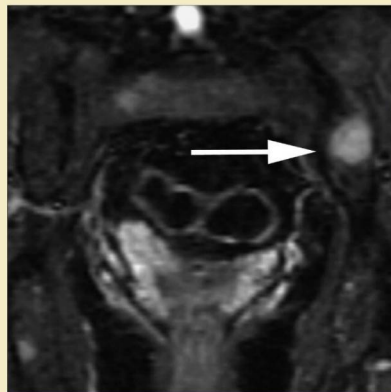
Mujer de 53 años con antecedentes de sarcoide y carcinoma de mama evaluada por dolor pélvico. La imagen con recuperación de la inversión de tau corto (STIR) muestra una lesión bien delimitada en el iliaco izquierdo (flecha) no visible en la TC. (Reproducido de Carrino JA, Blanco R: *Magnetic resonance-guided musculoskeletal interventional radiology*. Semin Musculoskel Radiol 10(2):159-174, 2006. E-pub April.)
